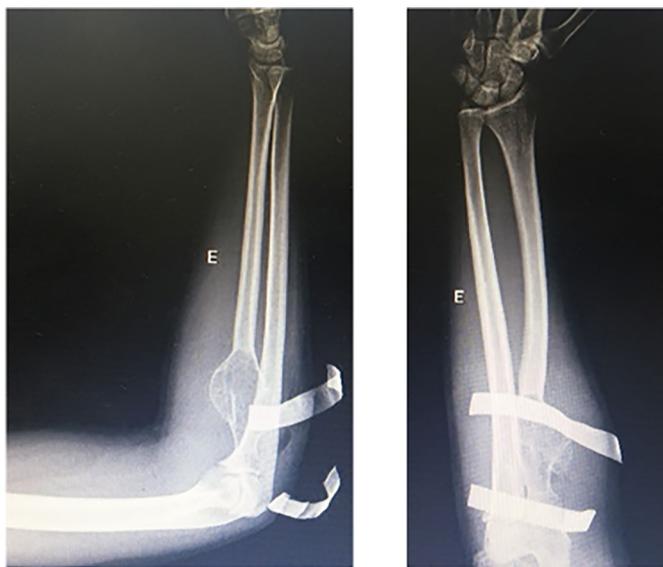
Radiografia pré-operatória. Note o aspecto característico em “vidro moído” no rádio proximal.
